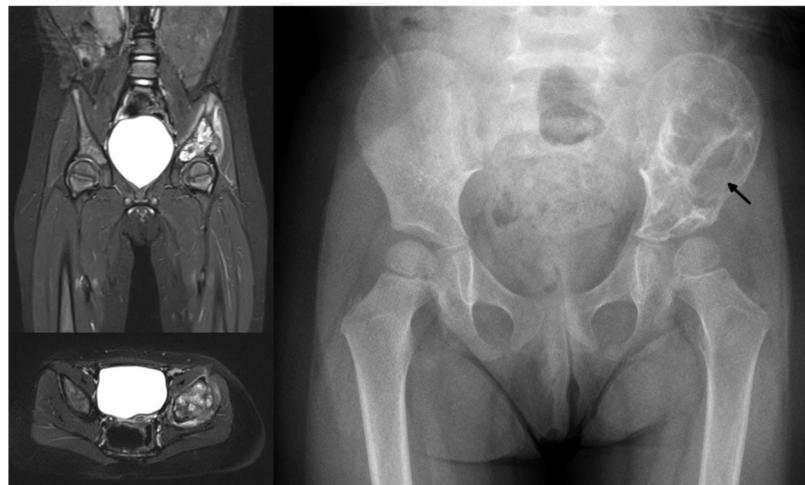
Resonancia magnética de pelvis, con extensa lesión ósea lítica expansiva que afecta el hueso ilíaco, la articulación sacroilíaca y el acetáculo, con disruptión cortical y edema de la musculatura adyacente. Control radiológico a las 6 semanas, con existencia de lesión lítica (flecha) en fase de osificación no visible en el estudio radiológico inicial.
